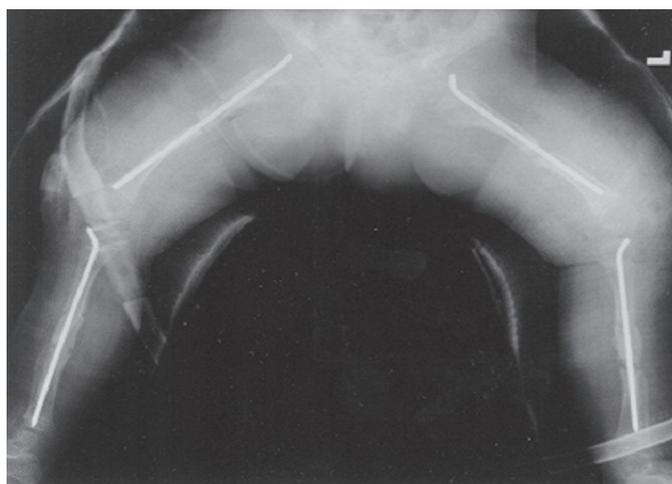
Рентгенограмма консолидации бедренной кости после «не растущего» остеосинтеза, 3 месяца после операции
